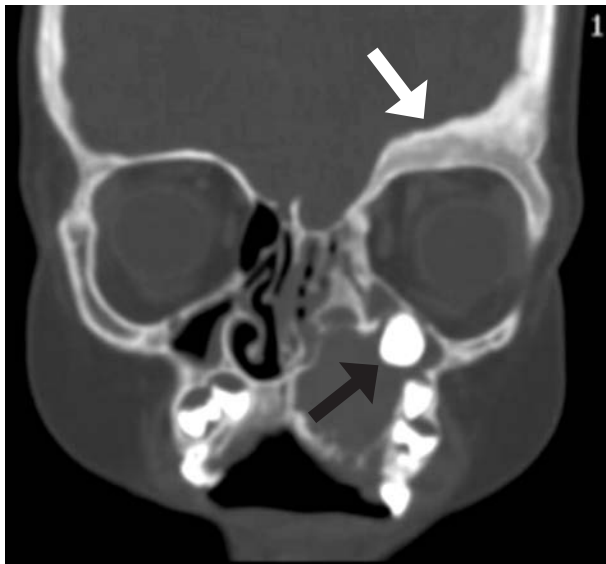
Tomografía computada de macizo craneofacial. Corte coronal. Displasia fibrosa en órbita izquierda (flecha blanca) y pieza dentaria en contacto con piso de órbita (flecha negra).
